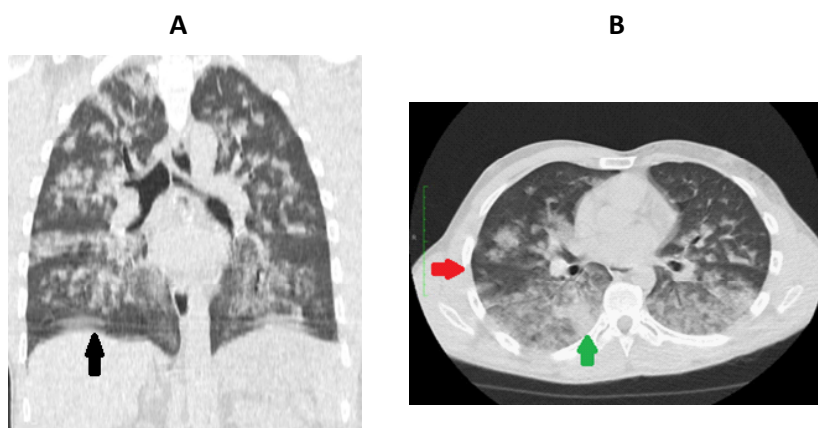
Tomografia computadorizada de tórax em planos coronal (A) e transversal (B) evidenciando opacidades em vidro fosco (seta preta) e pavimentações em mosaico (seta vermelha) e consolidações bilateralmente (seta verde).
